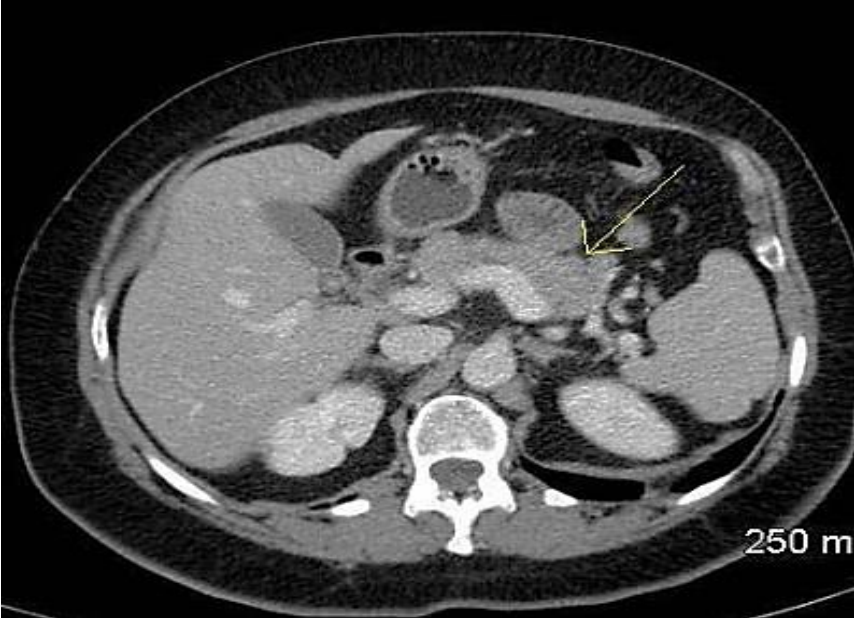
Coupe de TDM abdominale d'une PA stade A de Balthazar avec un pancréas d'aspect normal
